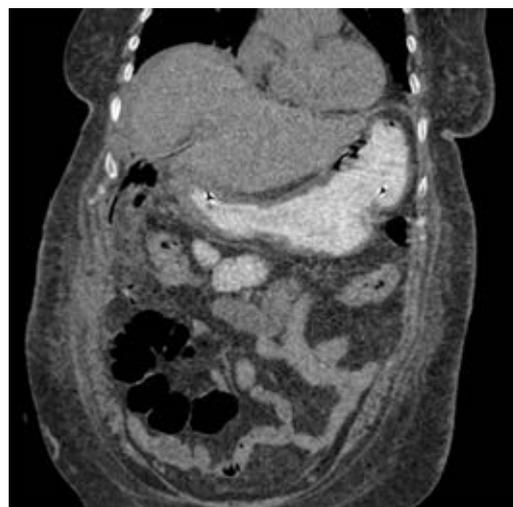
Tomografía axial computarizada simple de abdomen, con evidencia de pneumobilia (flecha azul), imagen sugestiva de lito (flecha blanca).
